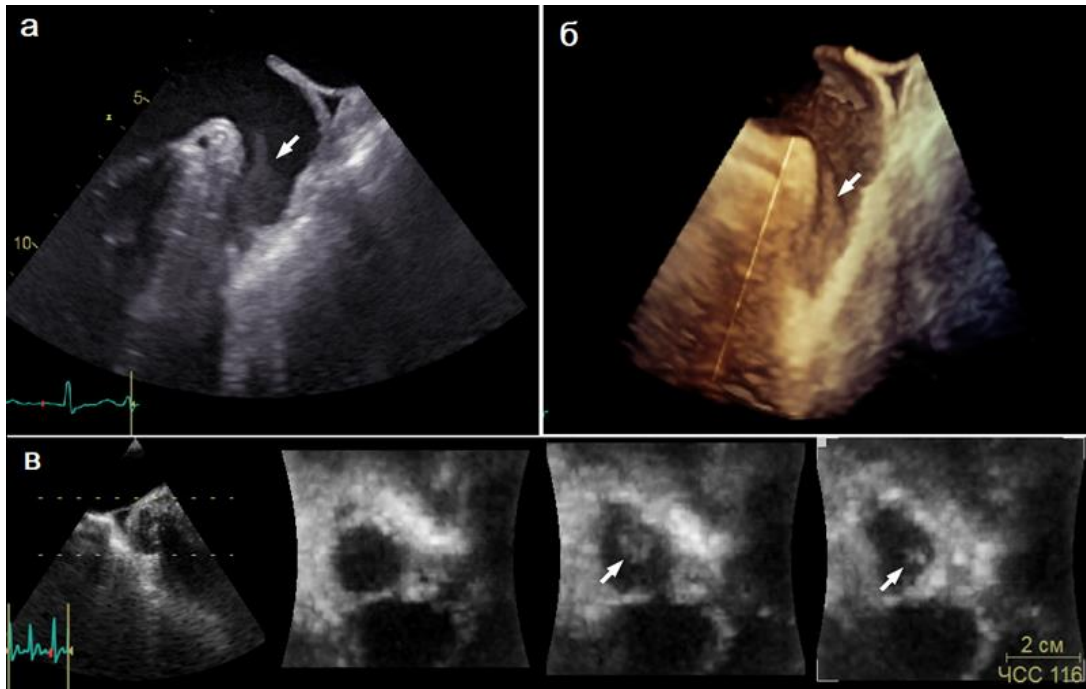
Тромб УЛП (указан стрелкой) у пациента, не болевшего COVID-19 при двухмерной (а), трехмерной (б) и трехмерной многосрезовой (в) чреспищеводной эхокардиографии
